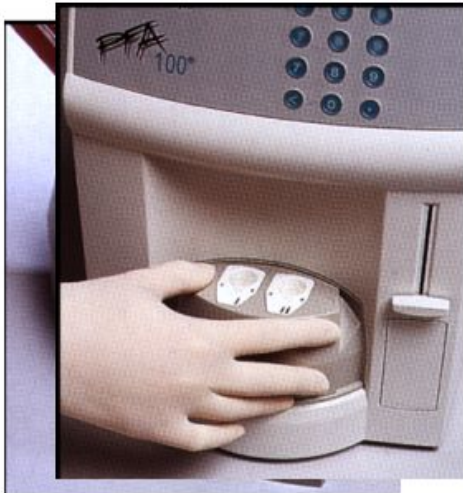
Динамический агрегометр PFA-100. Он позволяет наблюдать *in vitro* за процессом закупорки сосуда при моделировании этого процесса в специально созданном картридже. Образование тромбоцитарной пробки оценивается по перфузионному давлению
